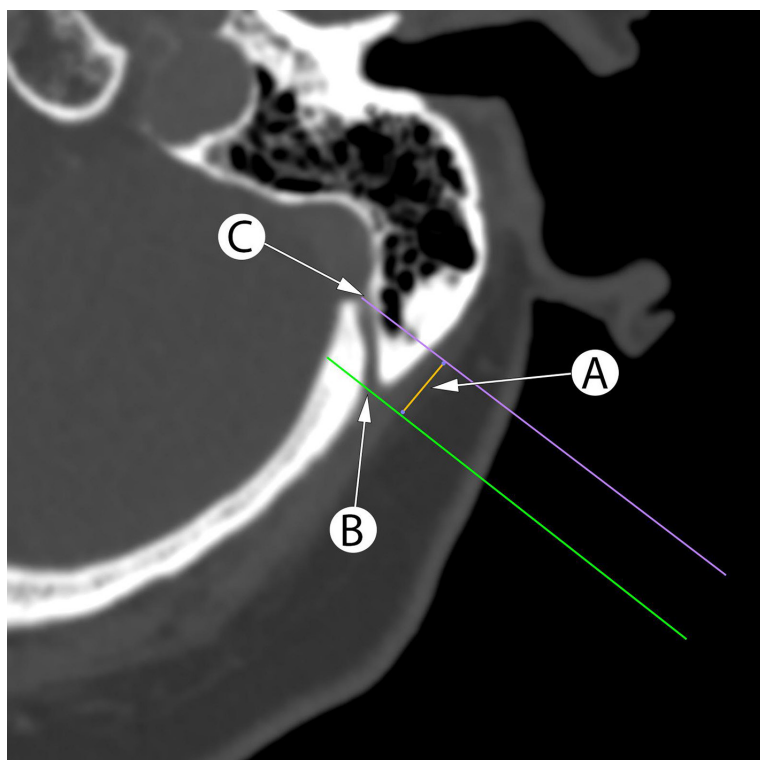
Planning the retrosigmoid craniotomy using axial CT scans with measurement of the distance (A) between perpendicular lines to mastoid surface between the mastoid foramen (B) and internal opening of the MEV canal (C) projection corresponds to projection of the sigmoid sinus posterior border
